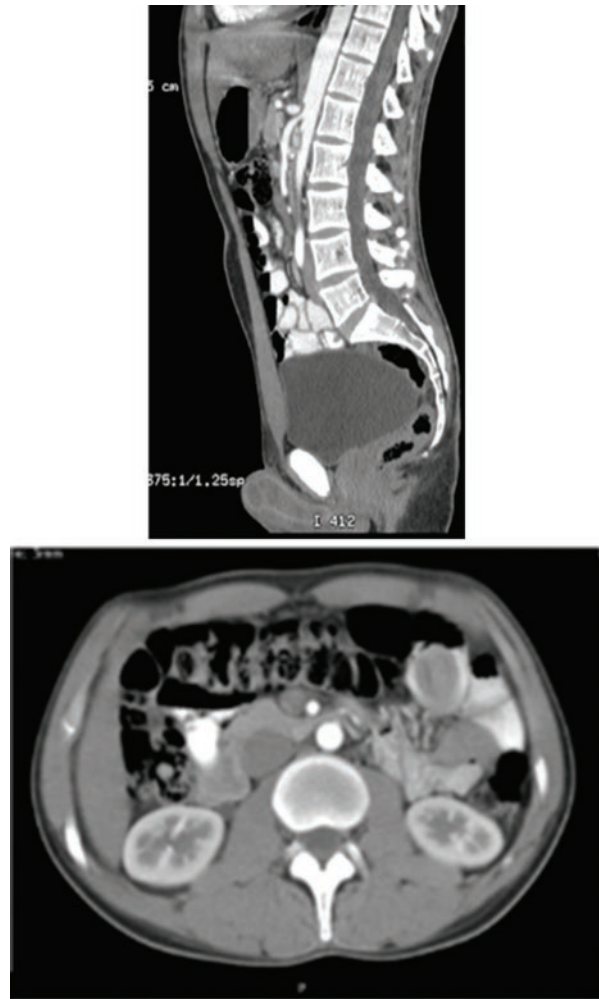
TC de abdomen contrastada en la que se evidencia la disminución del ángulo y la distancia aortomesentérica.
